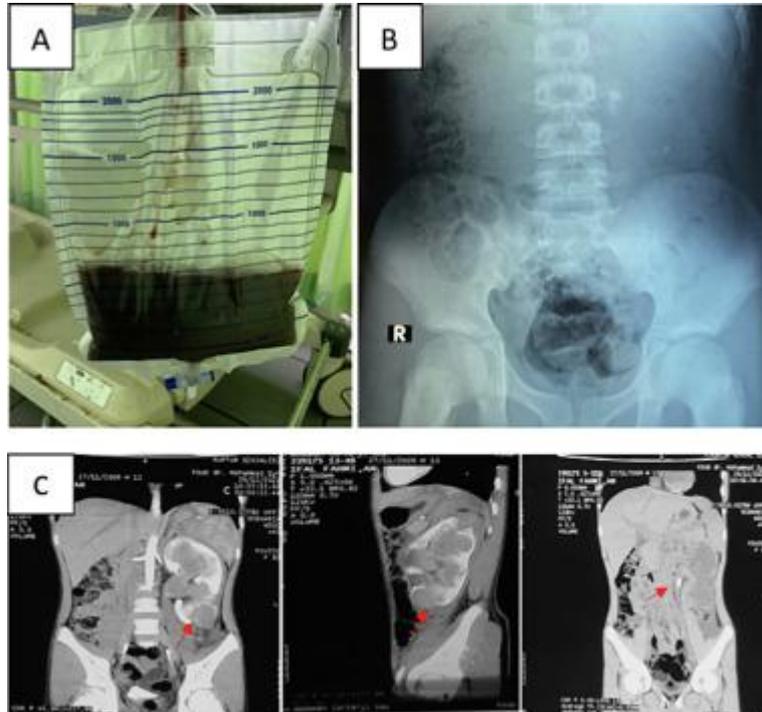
(А) Диурез составил 250 см³/12 ч с макрогематурией ; (В) При рентгенологическом исследовании брюшной полости обнаружены множественные рентгеноконтрастные тени размером 1,4 × 0,7 см на уровне VL 3–4 слева; (С) КТ брюшной полости с внутривенной пиелографией (IVP) выявила выраженный гидронефроз с гидроуретером и множественными камнями в левом нижнем полюсе чашечки размером 0,6 см (880 HU), а также камни в лоханочно-мочеточниковом сегменте (UPJ) (1182 HU)
